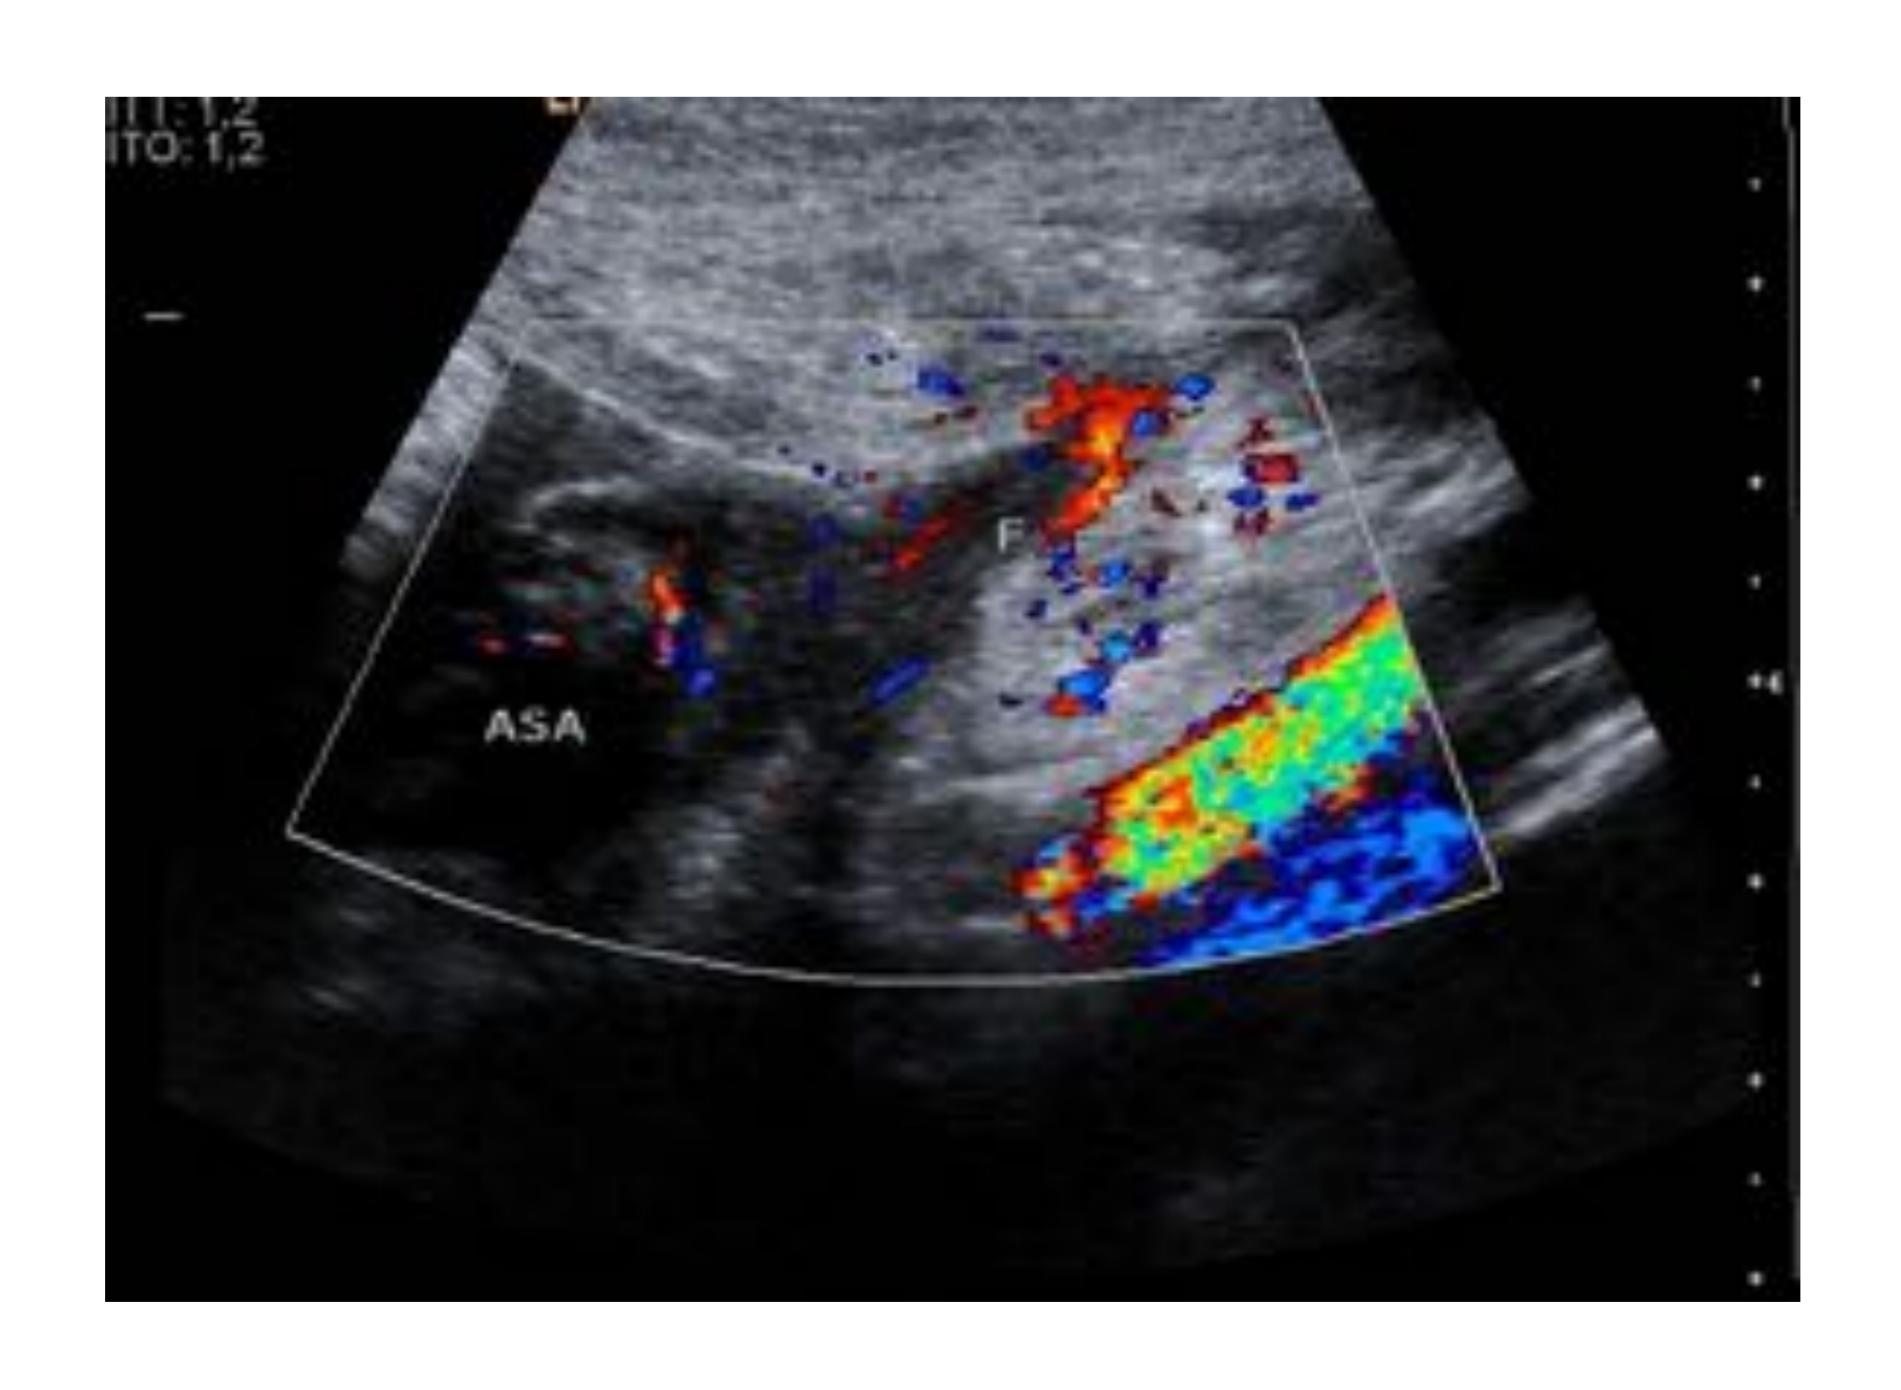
Ecografía de urgencias en paciente con EC conocida que muestra trayecto hipoecogenico en relación con fistula entero-enterica.
